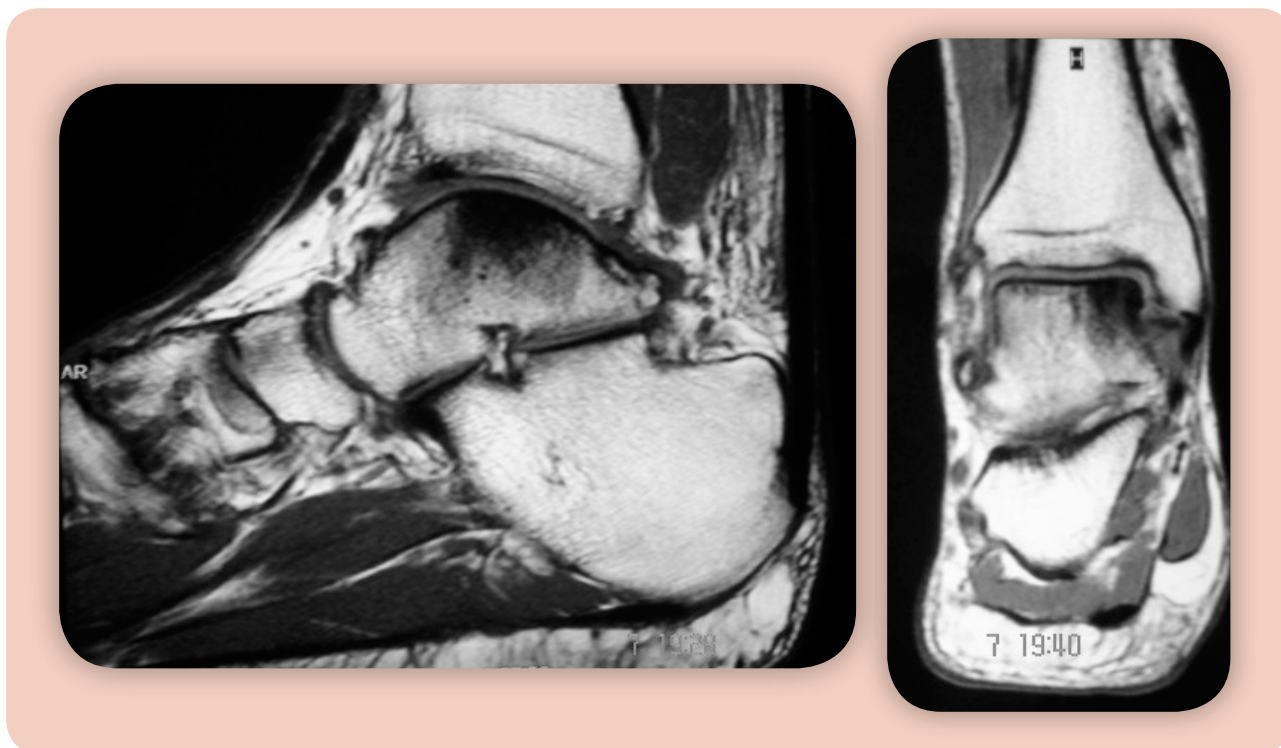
Ressonância magnética do tornozelo do paciente corredor, evidenciando o grau avançado de erosões no tálus, osteofitoses e redução do espaço articular.
